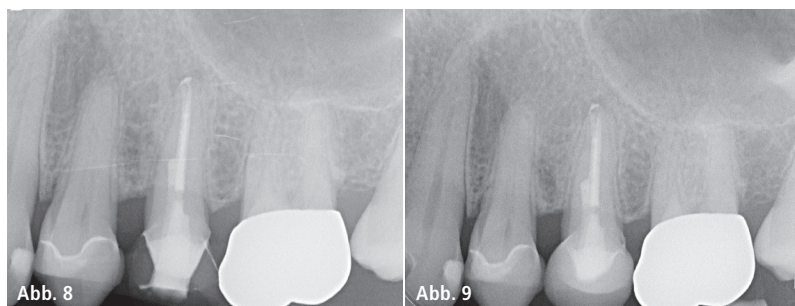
Abschlussaufnahme des Zahns 25 mit tiefem intrakanalärem Kompositkern im bukkalen Kanal. – Abb. 9: Röntgenkontrolle nach 17 Monaten mit neuer CEREC-Krone in situ.
